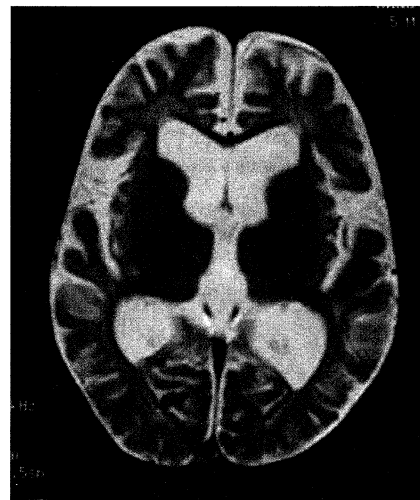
MRI scan of the brain, at the age of 5 years old, 2 years after the acute event, showing moderate ventricular dilation and the more decreased gray matter signals on T2 weighted image
